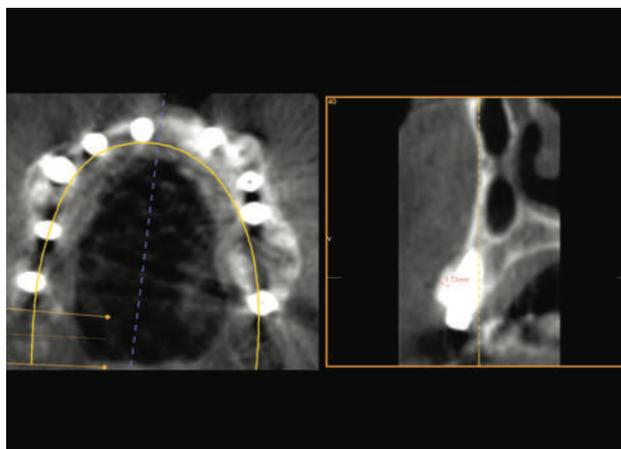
CBCT realizado a las 48 horas post-cirugía.
